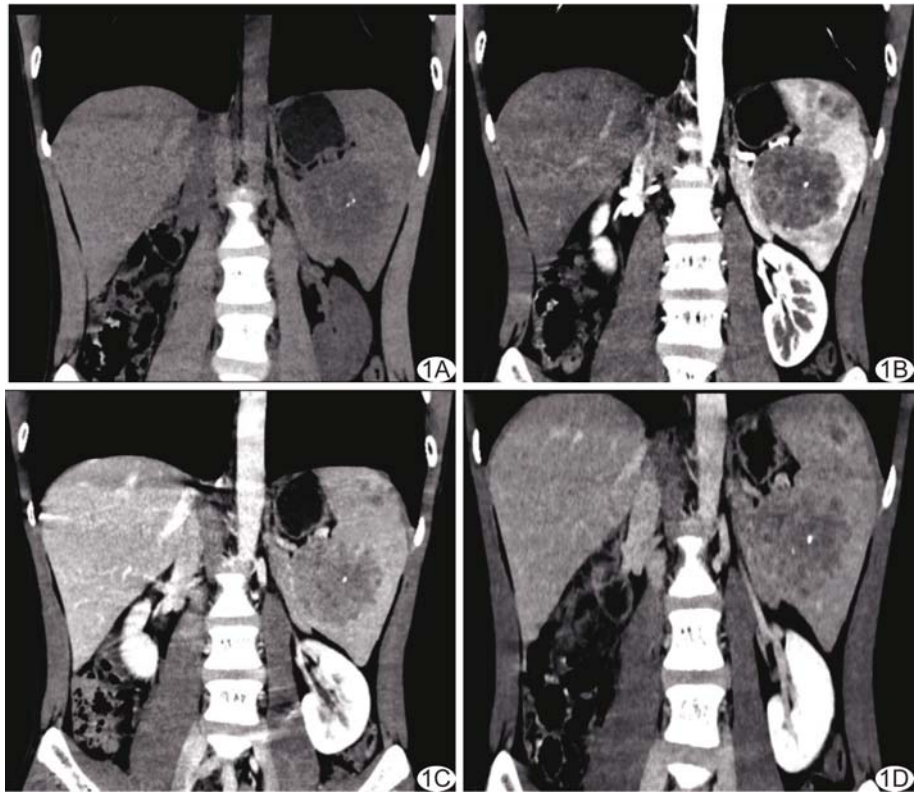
患者男, 29 岁, 脾血管瘤冠状位 CT 表现 A. 平扫示脾脏中下份类圆形稍低密度肿块, 其内可见钙化点; B. 动脉期肿块轻度强化; C. 静脉期肿块进一步呈渐进性强化; D. 延迟期肿块进一步强化
